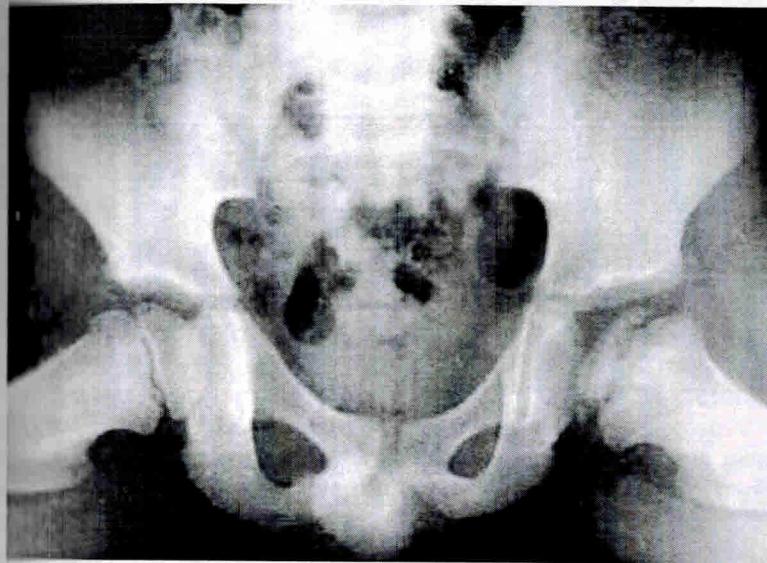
Рентгенологические проявления в левой головке бедра в третьей стадии болезни Легг–Кальве–Пертеса.
